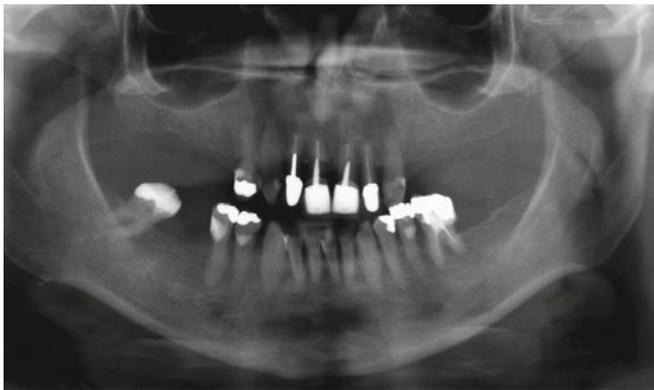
Das Ausgangs-Orthopantomogramm
